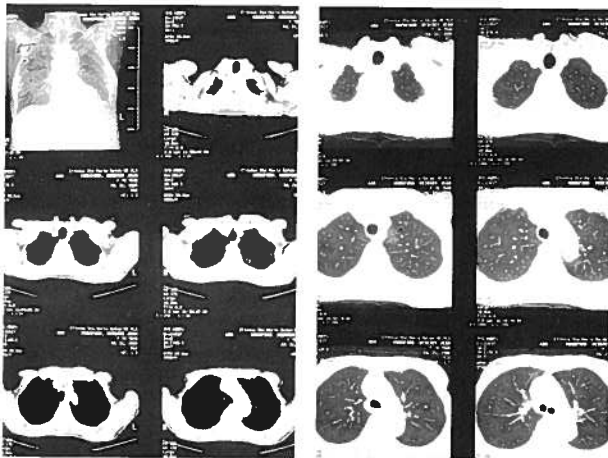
TAC torácica mostrando ausência de lesões pulmonares e pleurais.
